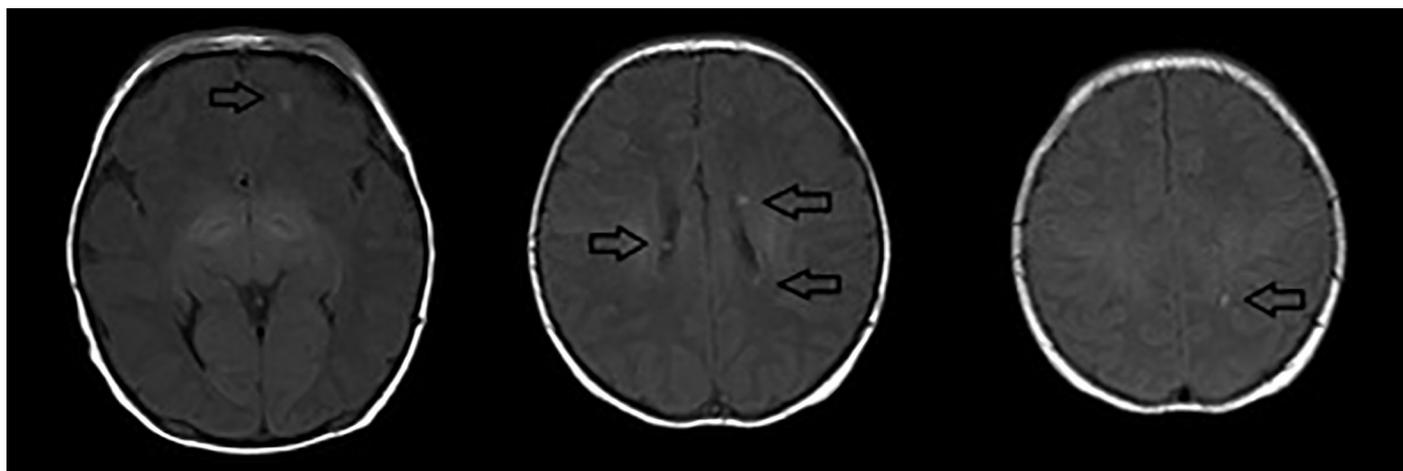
Ressonância nuclear magnética de crânio com cortes axiais em ponderação T1. Da esquerda para a direita, as setas pretas demonstram pequenas imagens ovulares hiperintensas, esparsas, em região subcortical frontal esquerda, substância branca periventricular e superfície endimária de ventrículos laterais bilateralmente, correspondendo a nódulos subependimários.
